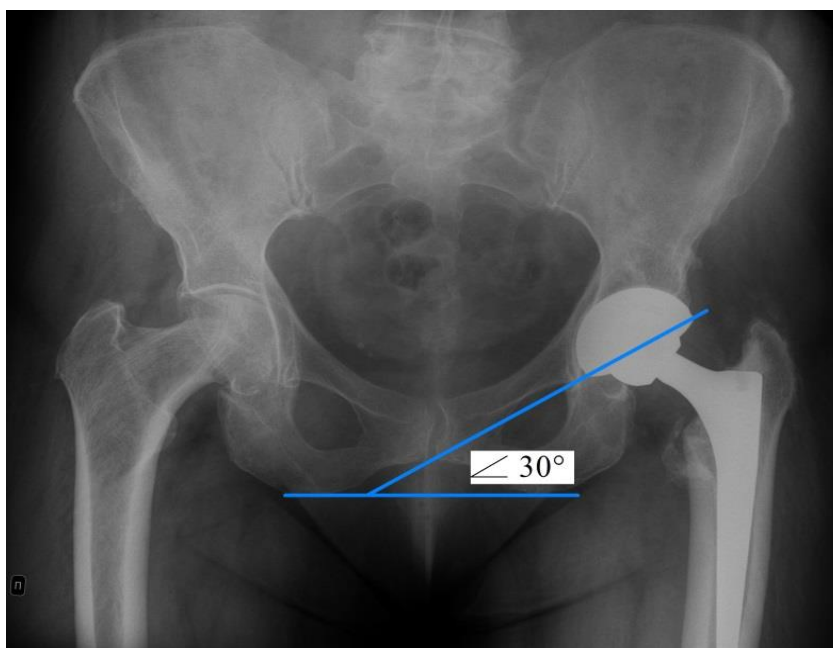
Рентгенограмма пациентки В., 76 лет. Слева: угол инклинации 30 градусов, угол антеверсии 13 градусов.
